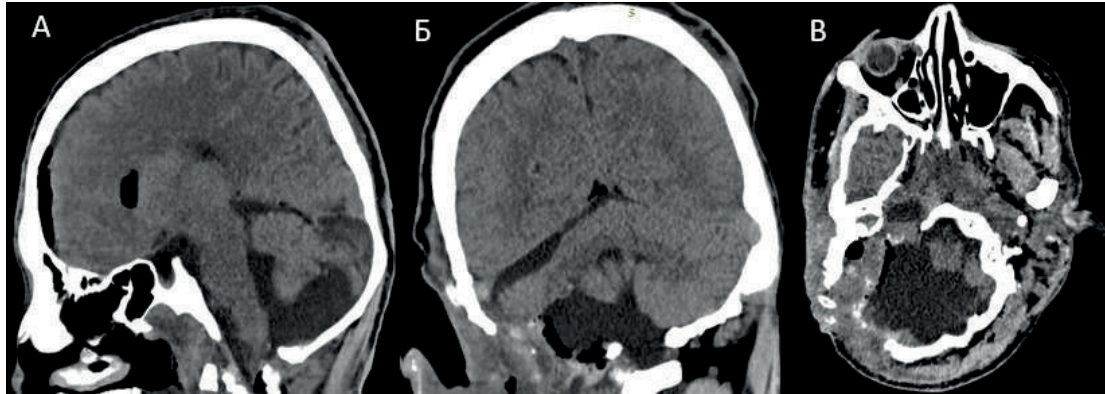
КТ головного мозга в 3-х проекциях на следующий день после операции. А – сагитальный, Б – фронтальный, В – аксиальный. Опухоль удалена тотально
